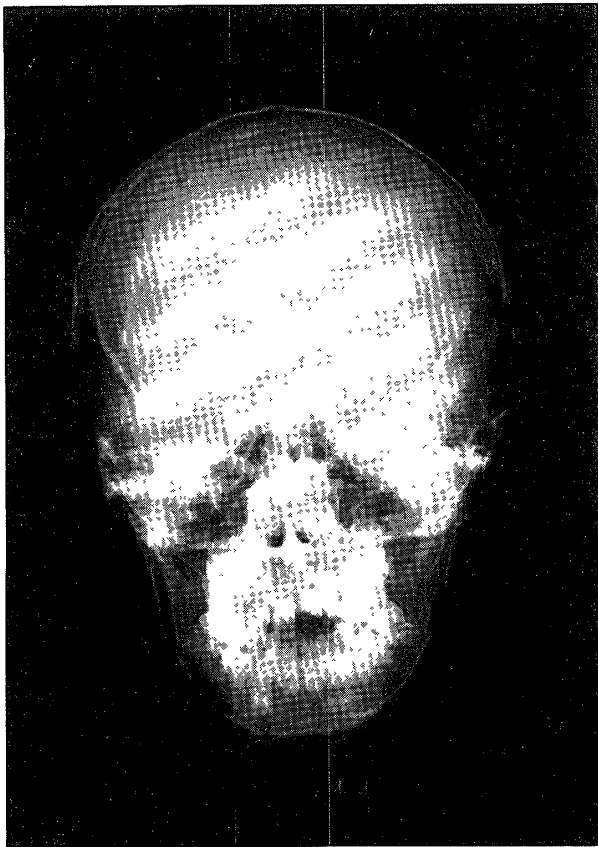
Postero-anterior radiograph
